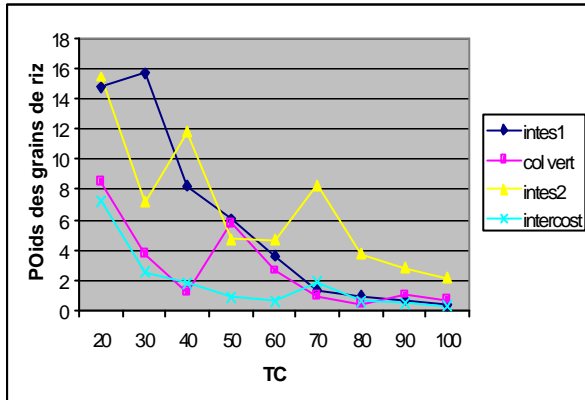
Variation du poids des grains de riz dans l'image en fonction du TC
